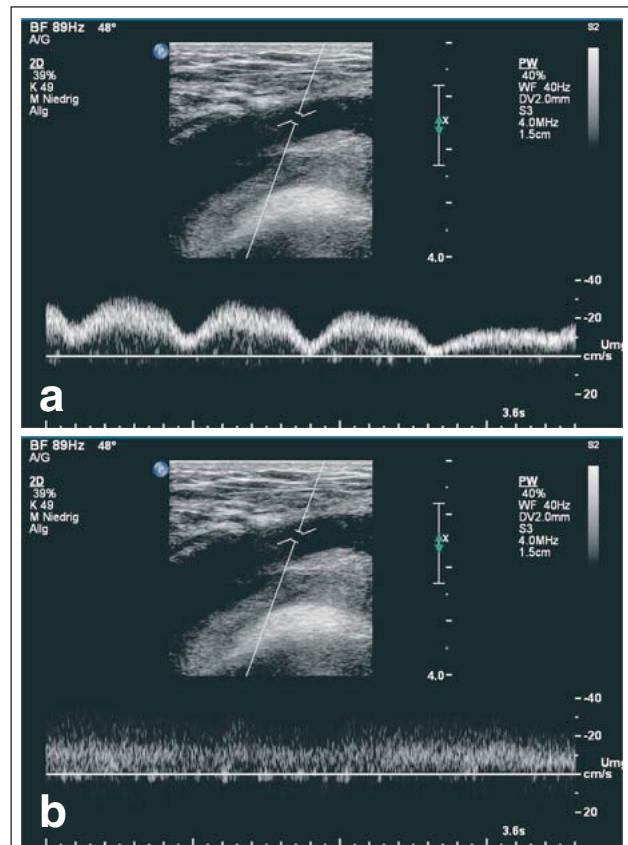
PW-Dopplersignal aus der Vena femoralis communis. a: Normales Strömungsprofil mit Atem- und Pulsmodulation. b: Bandförmiges Signal als Hinweis auf ein proximales Strömungshindernis.
